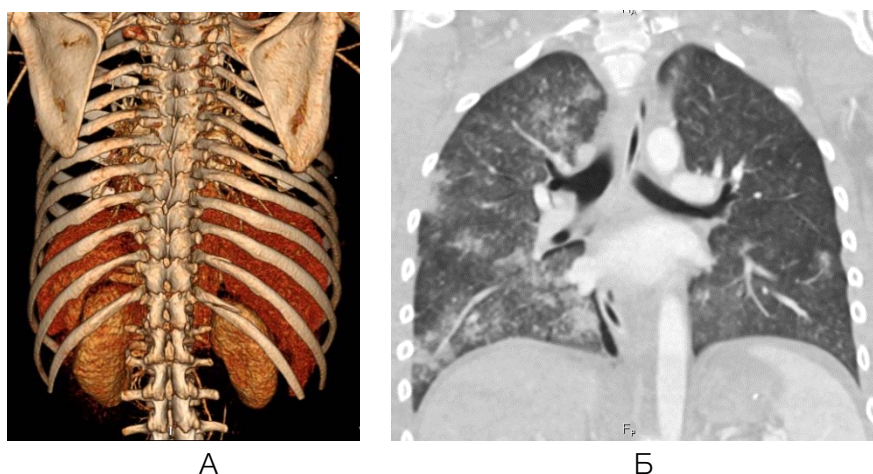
МСКТ «всего тела» по протоколу разделенного болюса этого же пациента. А. Трехмерная реконструкция. Травматические задние переломы 11 и 12 ребер справа. Б. Реконструкция в легочном режиме (фронтальная плоскость). Ушиб обоих легких
